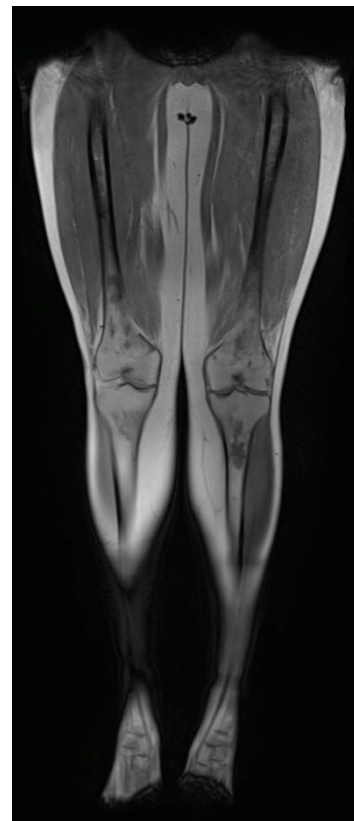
immagine di IO alla RM nel caso clinico esaminato.
